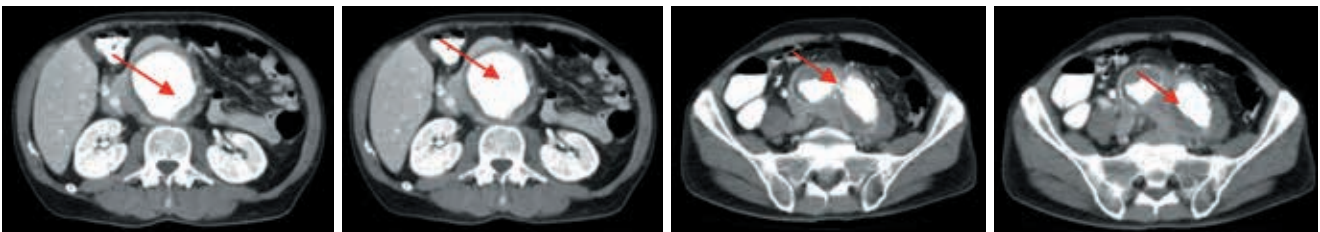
TAC tóraco-abdominal sin y con contraste: aneurisma de la aorta abdominal que comienza por debajo de la arteria renal izquierda y se extiende a ambas ilíacas comunes con trombo mural.
